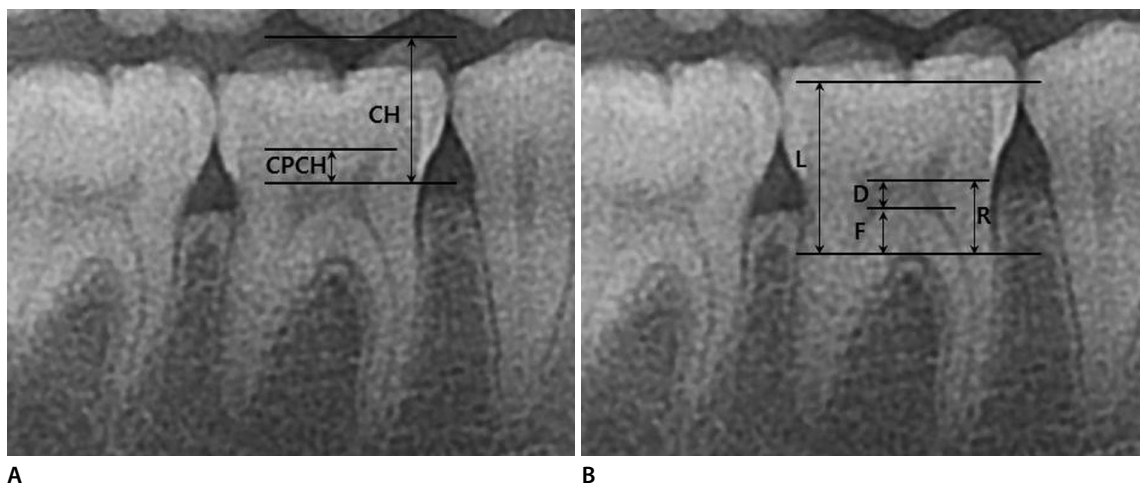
Measurements performed on radiograph of a mandibular first molar by using Adobe Photoshop CS5 program. (A) Tooth measurements according to Drusini et al. [4]. CH, coronal height; CPCH, coronal pulp cavity height. (B) Tooth measurements according to Jeon et al. [5]. L, distance from the start point of lingual groove to the highest point on the root furcation; D, depth of the pulp chamber; F, distance between the floor of the pulp chamber and the highest point on the root furcation; R, distance between the roof of the pulp chamber and the highest point on the root furcation.
